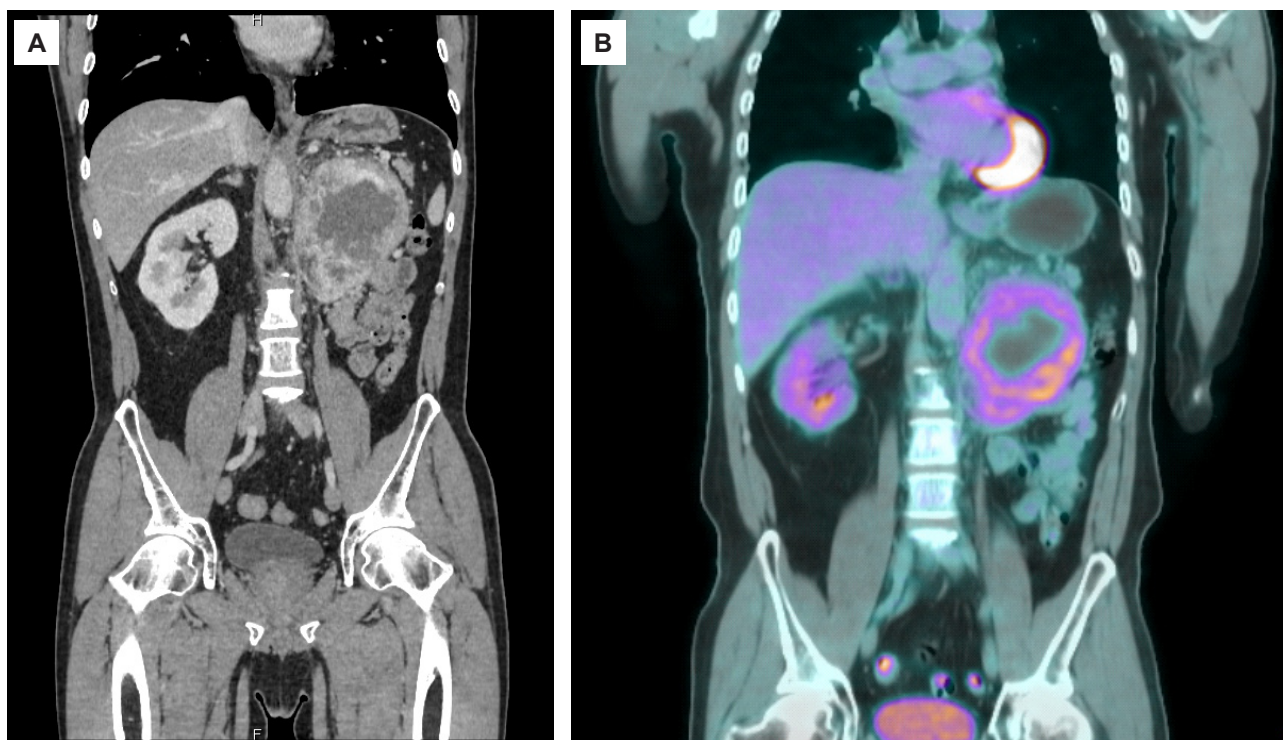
A: TEM abdominal evidencia una masa retroperitoneal de $9,7 \times 11,8$ cm en el lecho renal izquierdo, sin evidencia de adenopatías ni líquido libre en cavidad. B: PET/CT corte coronal, con *status* posnefrectomía izquierda, muestra una masa con hipermetabolismo heterogéneo, un centro hipometabólico (necrosis) y compromiso de la grasa adyacente; hallazgo en relación con enfermedad tumoral activa.
